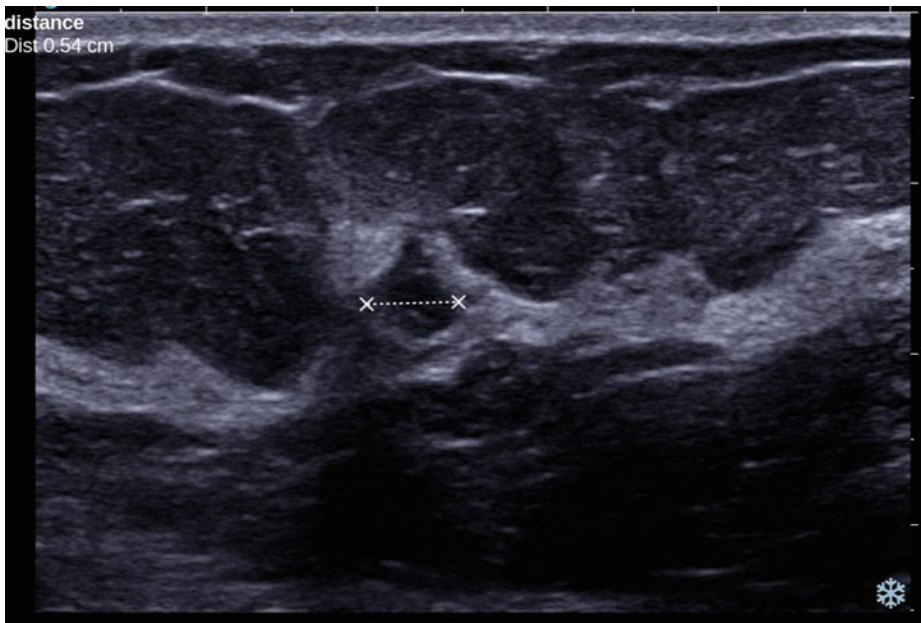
Masse échographique de 5 mm, irrégulière, ACR 5. CCI.
